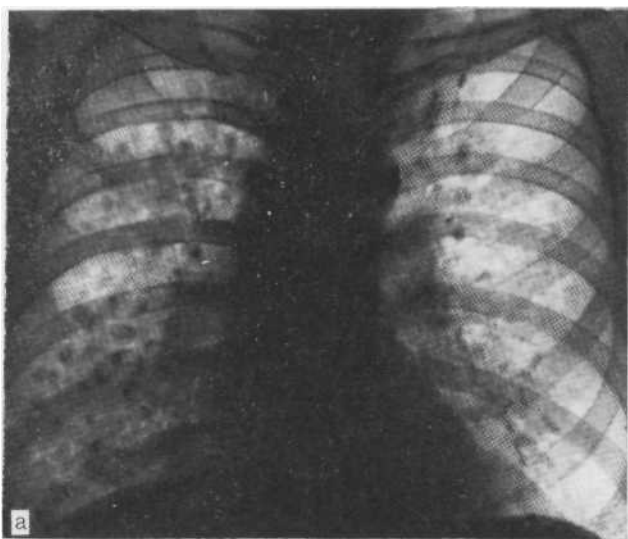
Обзорные рентгенограммы легких. Диссеминированный туберкул!
